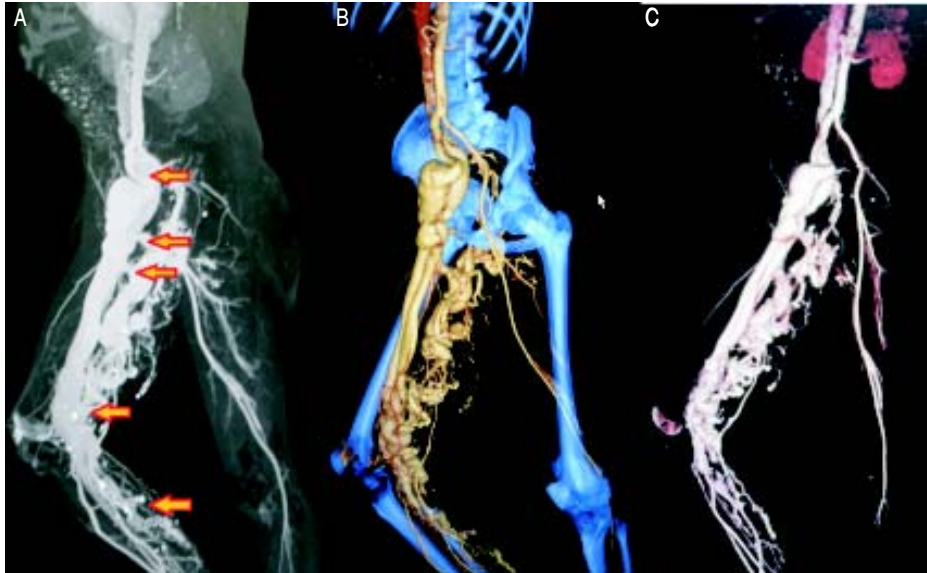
Reconstrucción de la tomografía donde se aprecia la extensión de la malformación, las flechas indican las fístulas arteriovenosas identificadas.
